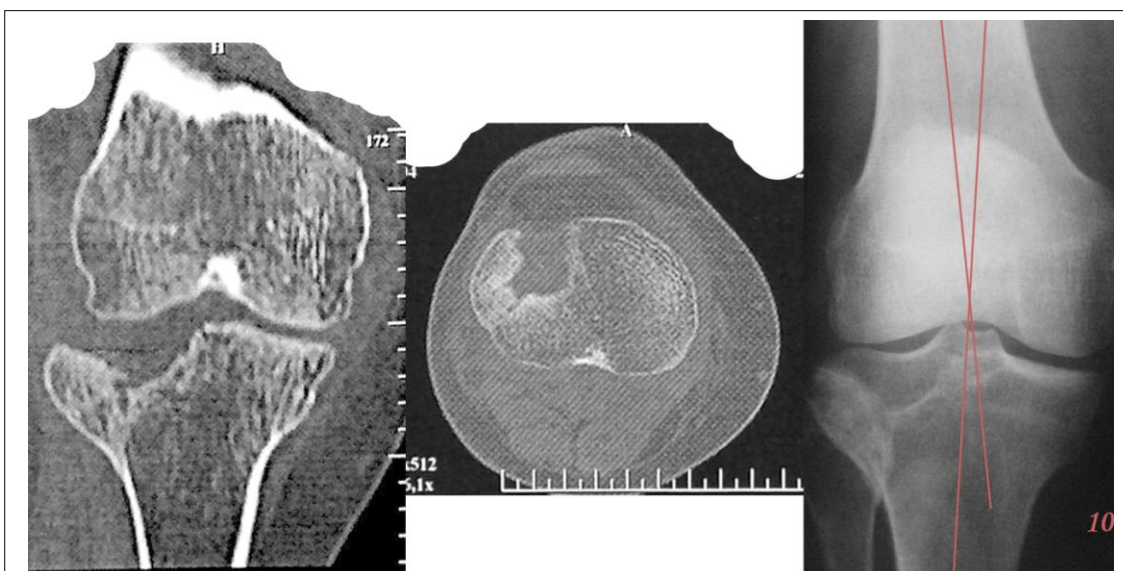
СКТ (через 6 мес. после травмы - перед операцией в ортопедическом отделении) и рентгенограмма (через 3 мес. после травмы) больной Т. 44 г. (и.б. № 21440): имеется выраженный импрессионный дефект и вальгусная установка 10 град.
